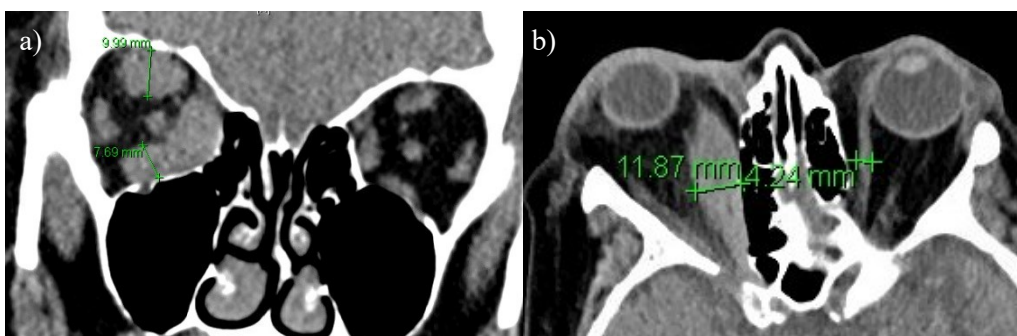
Computertomografie der Nasennebenhöhlen: a) koronare Schnittführung, einseitige Muskelhypertrophie rechts, Messung der SMG und IR rechts, b) axiale Schnittführung bei einseitiger Muskelhypertrophie rechts, Messung MR rechts (11,87 mm) und links (4,24 mm) im Vergleich
